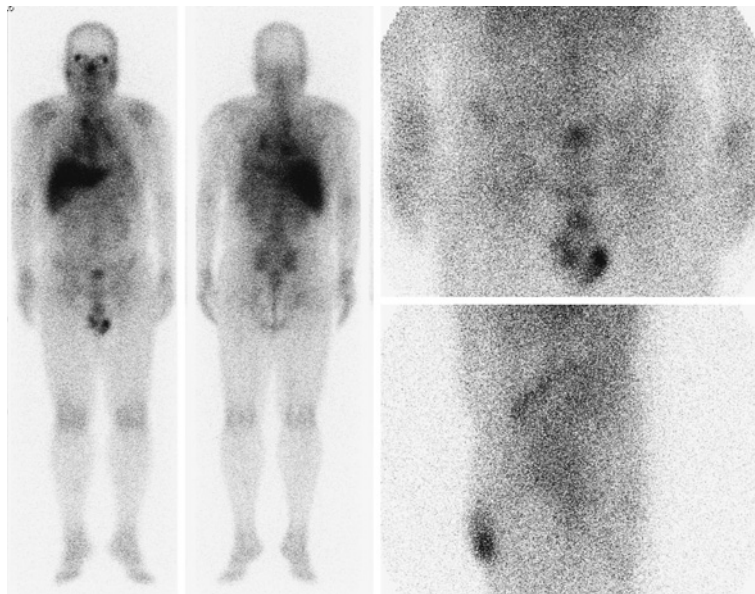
Gallium-67 scintigraphy, showing abnormal accumulation in hilar and mediastinal lymph nodes, and bilaterally in the scrotum.
